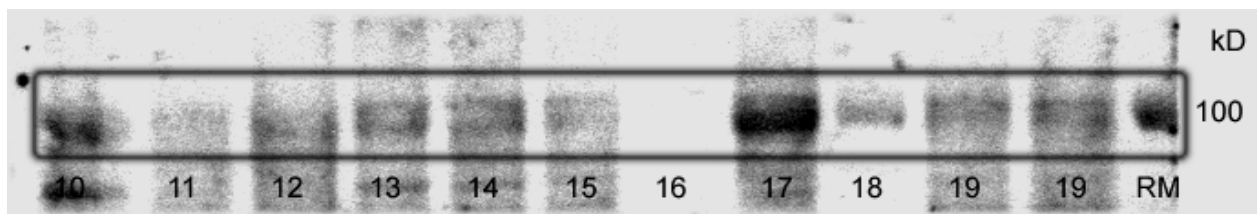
Ausschnitt des mit Hexokinase-1-Antikörper inkubierten Blot vom 13.05.97 in Höhe von 100 kD (Proben 10 bis 19; RM=Regenbogenmarker).
